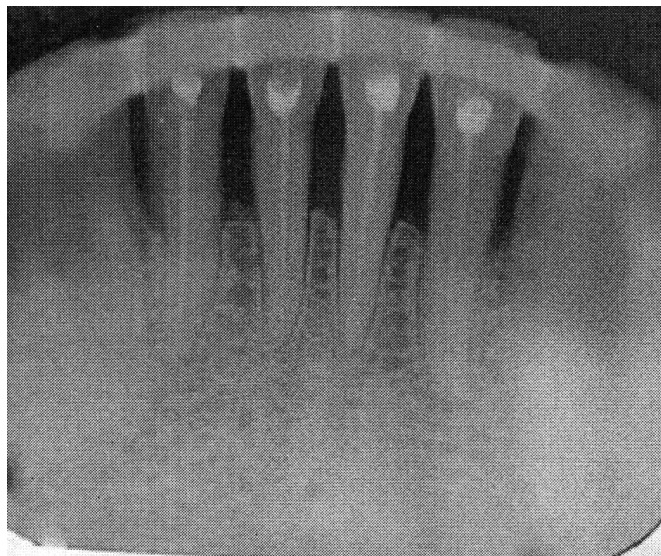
Рентгенограма хворої Т. через 3 роки після шинування. Відмічається утворення «вторинних кортикальних пластинок» на верхівках міжальвеолярних перегородок між 31, 32, 41, 42 зубами та подальше зменшення остеопорозу
